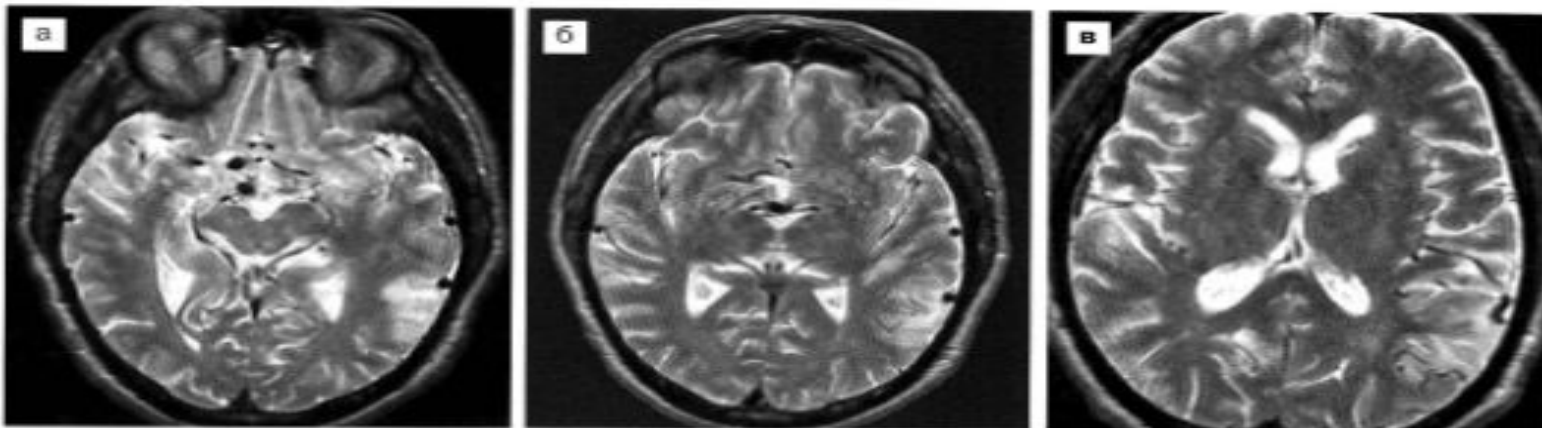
ДАВФ височной области кровоснабжается из средней оболочечной артерией слева. МРТ в режиме T2 (а, б, в) на фоне патологической оболочечной сети выявляет зону повышения сигнала (ишемия) в задней височно-теменной области.
